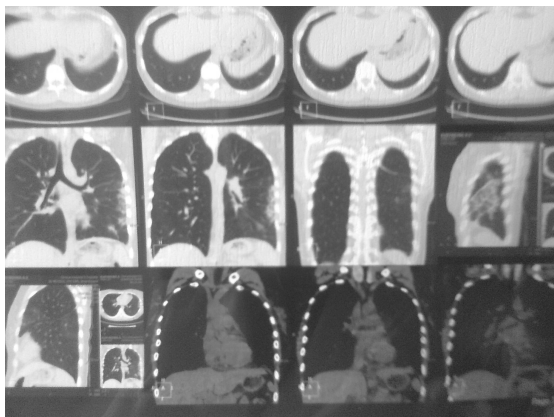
Данные компьютерной томографии с контрастным усилением (оптирей 350-80,0 в/в болюс сер.11E0985R) от 06.11.12 на серии К-томограмм по стандартной программе - инфарктная пневмония в S6, в S9 слева.
